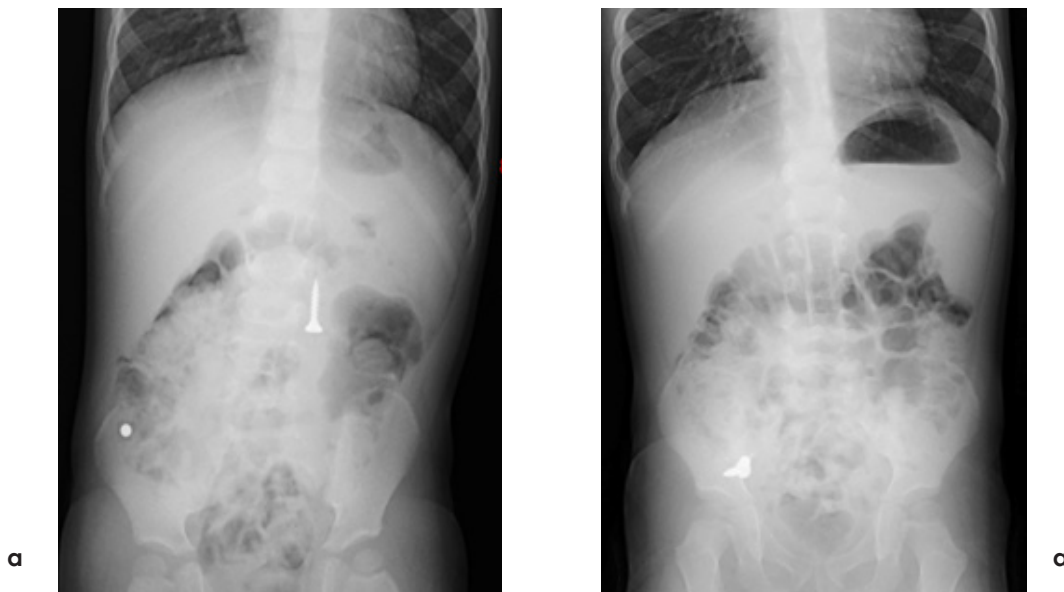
Обзорный рентгеновский снимок брюшной полости и органов малого таза ребенка Г.
